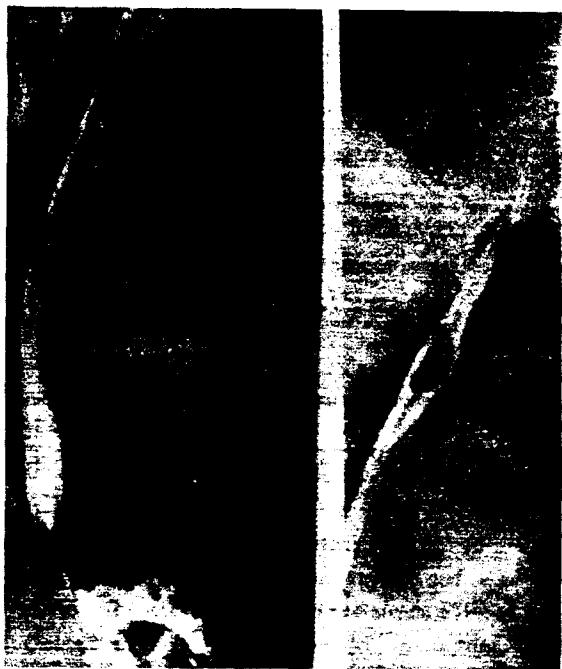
Radiograph taken during barium swallow examination displaying ovoid lesion in upper thoracic esophagus.
